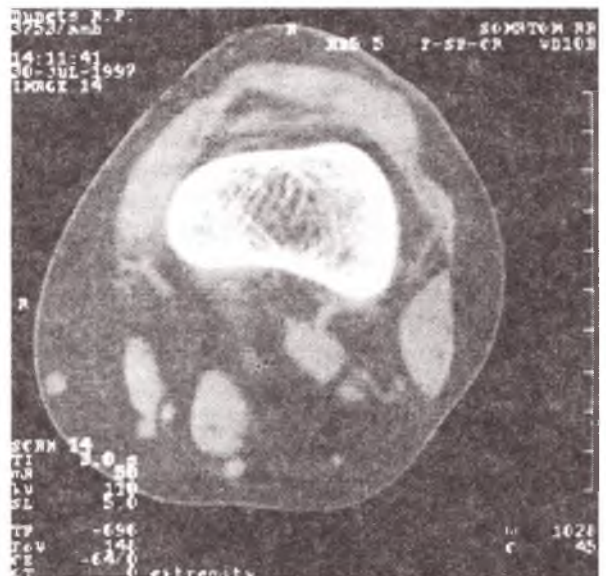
Томограмма левого бедра б-ой Д. через 2 года после операции (уровень 14).
